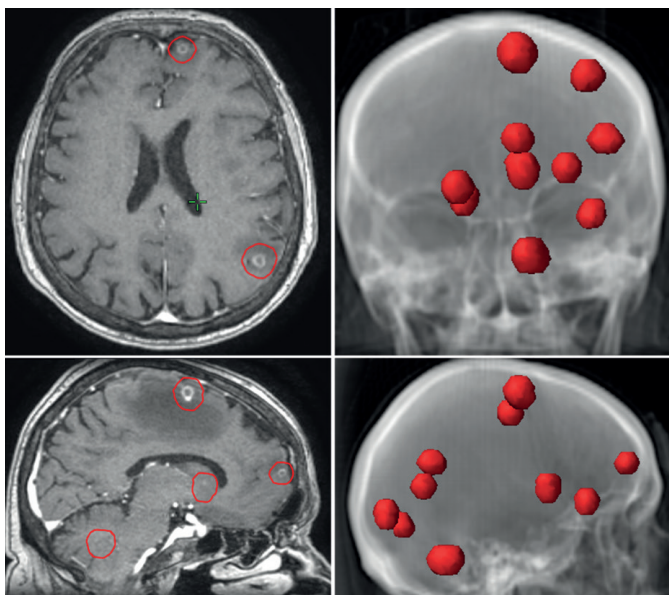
MRT-Bilder vom Hirn transversal und sagittal und CT-Topogramm mit Darstellung multipler Hirnmetastasen, rot markiert die Zielvolumina für die Bestrahlung.
